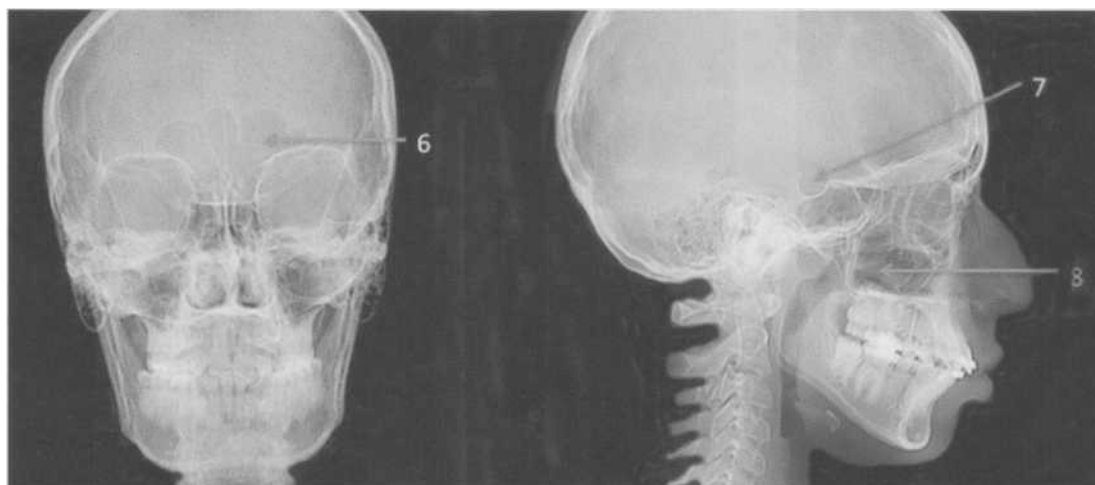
RADIOGRAFÍA DE CRÁNEO
